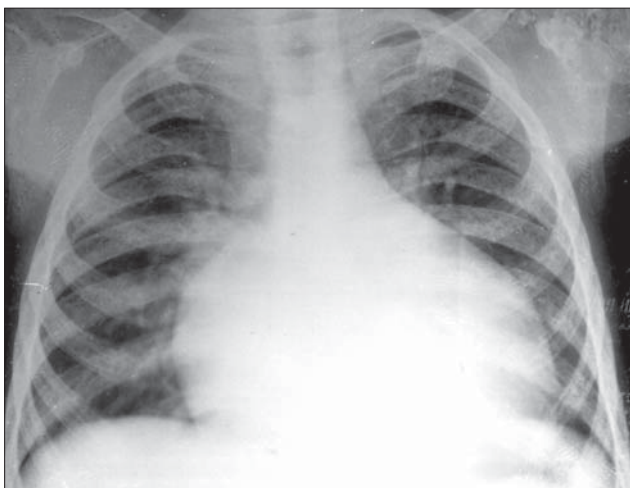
Talasemie. Radiografie toracică PA. Osteoporoză cronică de tip hipertrofic.
